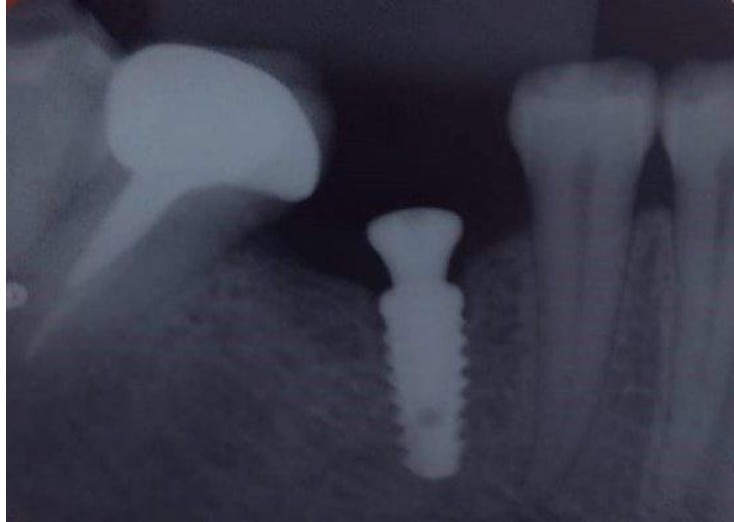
Radiografia de controle mostrando cicatrizador instalado sobre implante.
